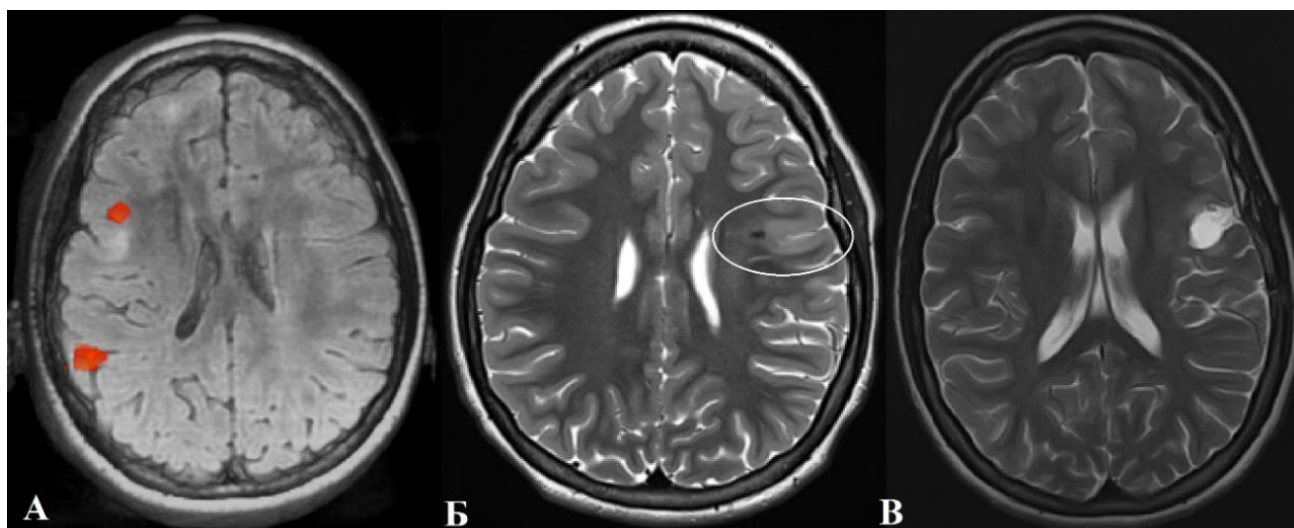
Резекция ФКД II b типа рядом с зоной Брока: А – На фМРТ выявлена зона Брока кпереди от мальформации; Б – в левой лобно-оперкулярной области в T2-взвешенном изображении в аксиальной плоскости визуализируется утолщение коры и стертость кортико-медуллярной демаркации; В – МРТ (T2-взвешенная последовательность) через 6 мес. после резекции ФКД II b типа – радикальная резекция мальформации. Исход Engel class IA (катамнез 2 года)
